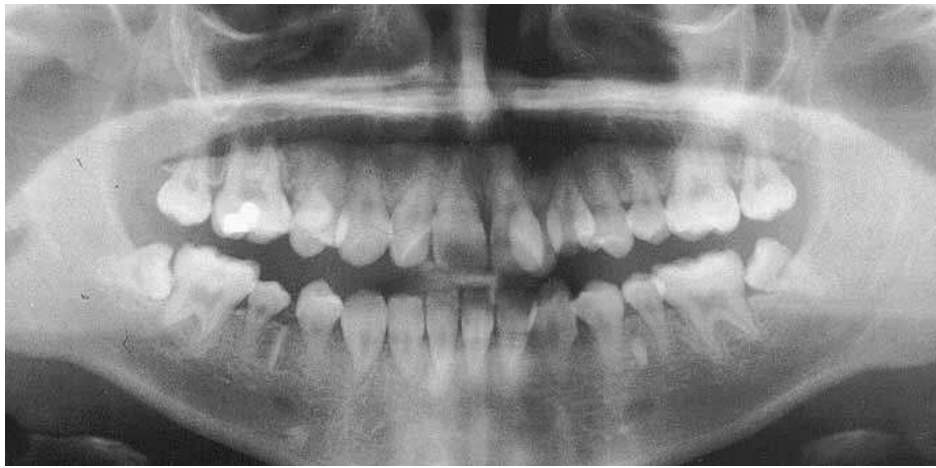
Photographies d'une patiente âgée de 15 ans, traitée pour une LAL à l'âge de 4 ans, ayant subi un traitement orthodontique du maxillaire malgré les microdonties et diminutions de longueurs radiculaires visibles sur la radiographie panoramique (Dahlof et coll., 2001).
